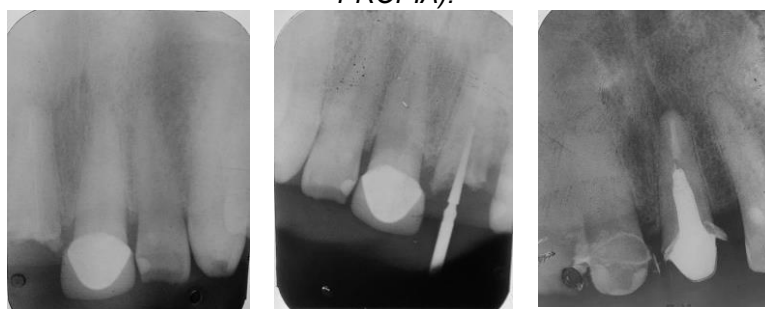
Radiografías periapicales donde se aprecia la fractura y reconstrucción de la corona del diente 11, al igual que la posición de las crestas óseas y el aparente tamaño de la corona clínica. (FUENTE PROPIA).
